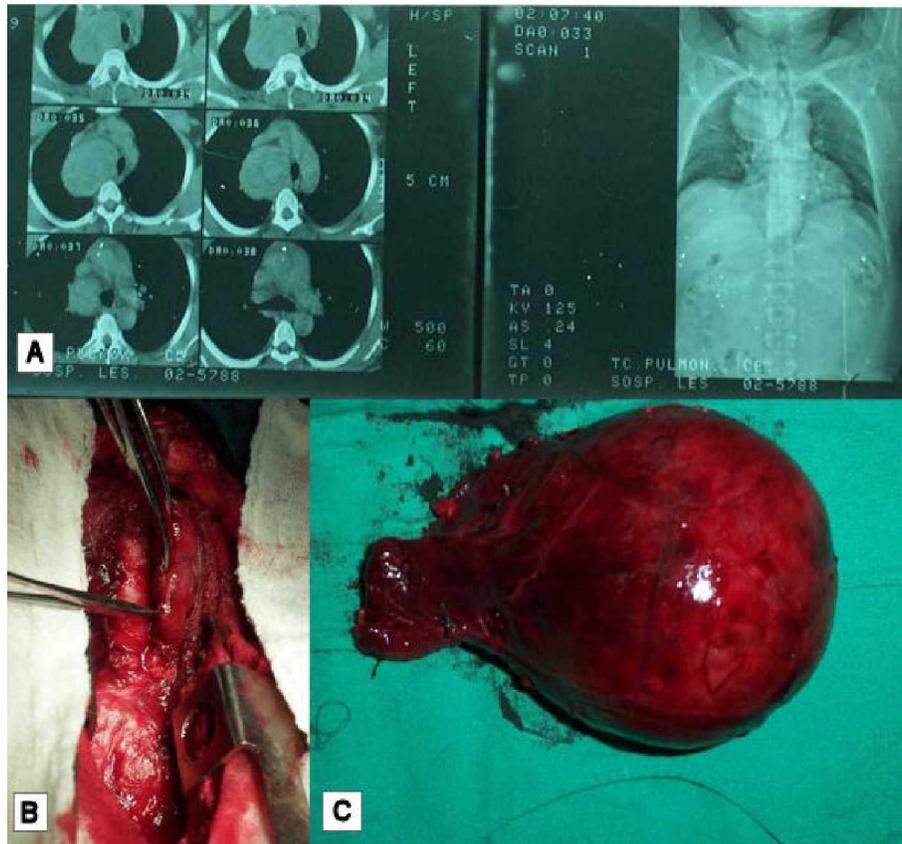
A) Tomografía axial computadorizada de un bocio endotorácico que comprime y desplaza la tráquea. B) Acto quirúrgico (esternotomía media, hemitiroidectomía derecha y subtotal contralateral, más exéresis de la prolongación endotorácica). C) Pieza final de este mismo caso (mide 10 cm).
